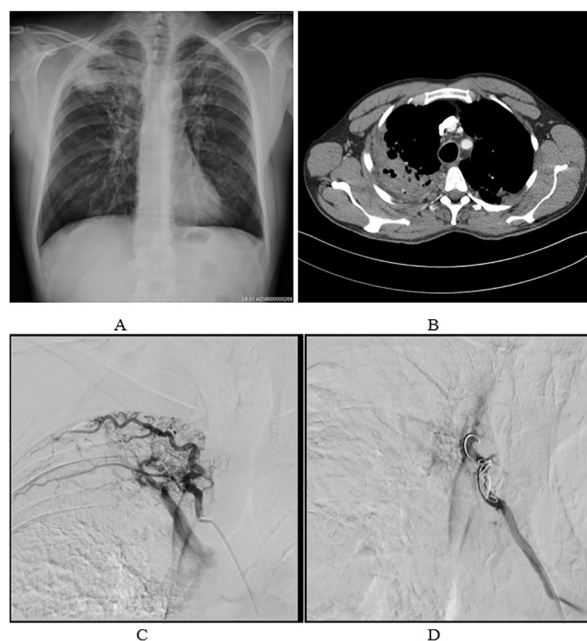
A. X-ray on the day of admission; B. CT examination; C. Diagnostic angiography; D. Embolization with coil
